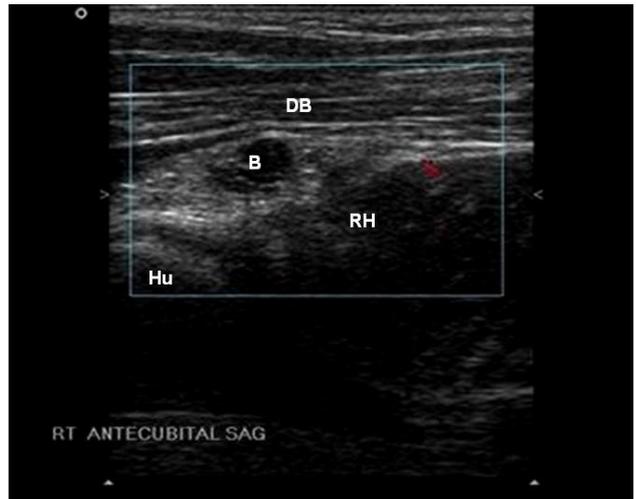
在彩色都卜勒超音波下，並沒有觀察到低回音囊狀腫塊具有明顯血流增加的超音波訊號。Hu：肱骨，RH：橈骨頭，DB：遠端肱二頭肌肌腱，B：低回音囊狀腫塊。
